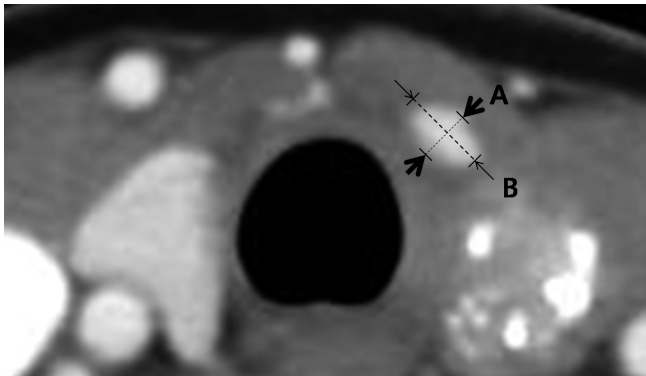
Size measurement of thyroid pyramidal lobe in CT image on a picture archiving and communication system. Maximal anteroposterior (A) and transverse (B) diameters of thyroid pyramidal lobe are measured in axial images. The length of thyroid pyramidal lobe are determined according to the number of axial images showing thyroid pyramidal lobe.
